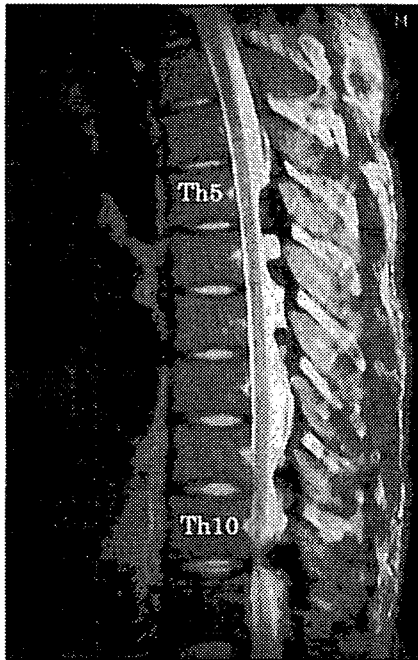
症例 1 の胸椎単純 MRI 矢状断像。T5/6 から T10/11 において硬膜管への後方からの圧迫所見がみられるが、罹患椎間での椎間板変性はない。
